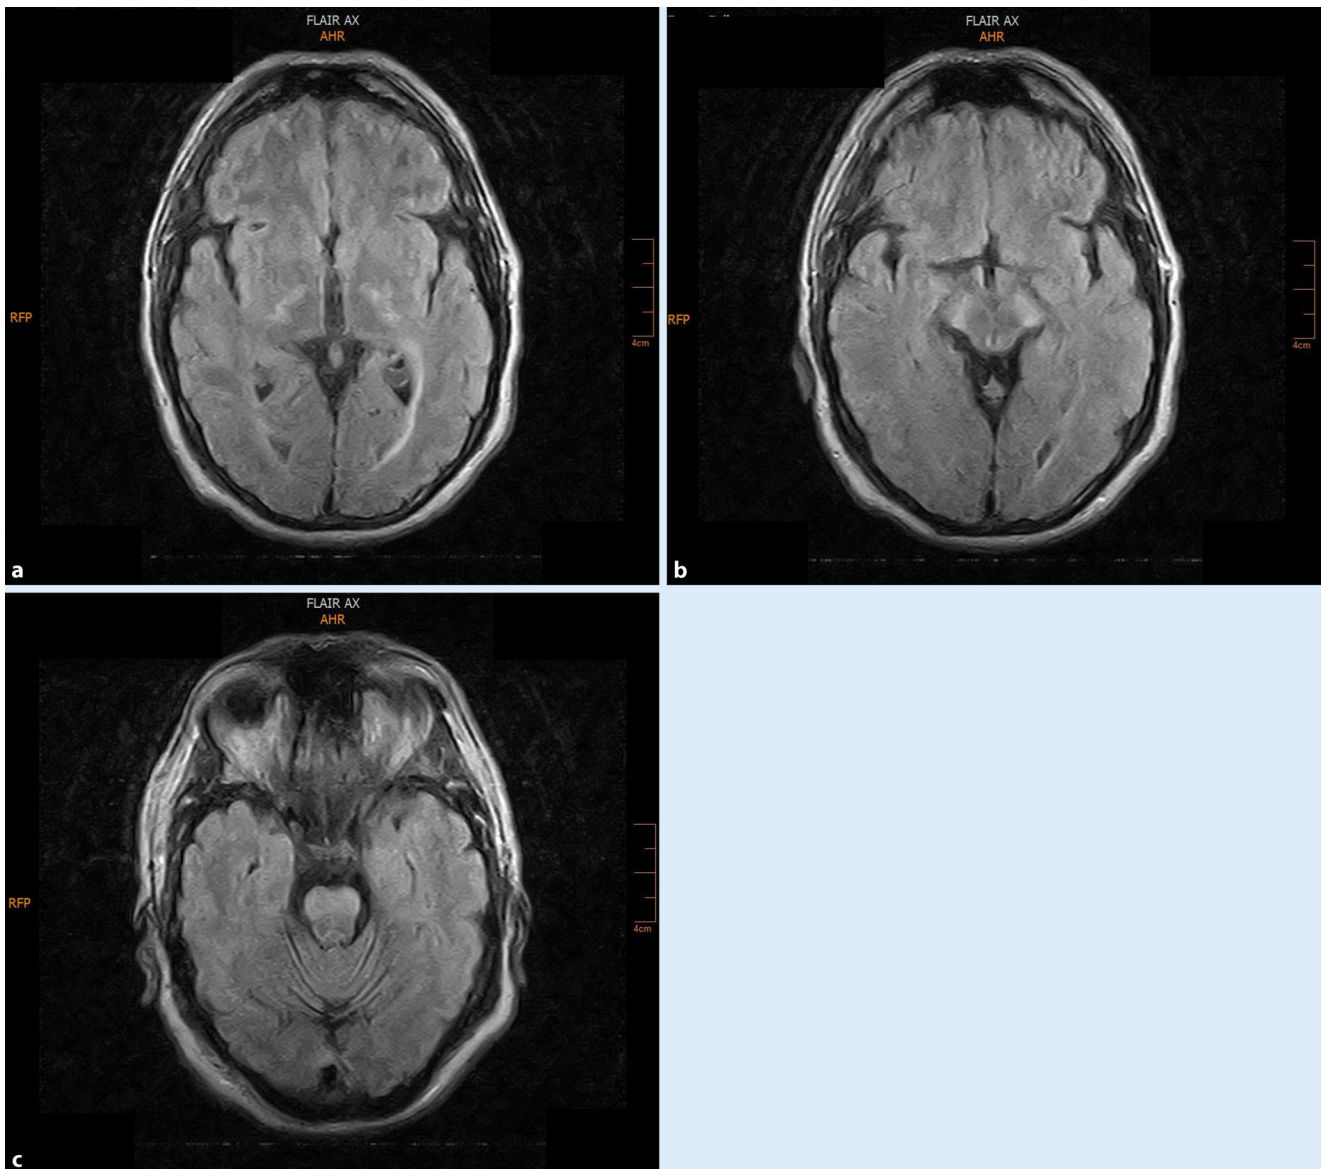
▲ FLAIR transversal: Signalsteigerung in Genu und Crus posterior der Capsula interna bds. Bilaterale Pyramidenbahnhyperintensitäten mesenzephal sowie pontin bds
